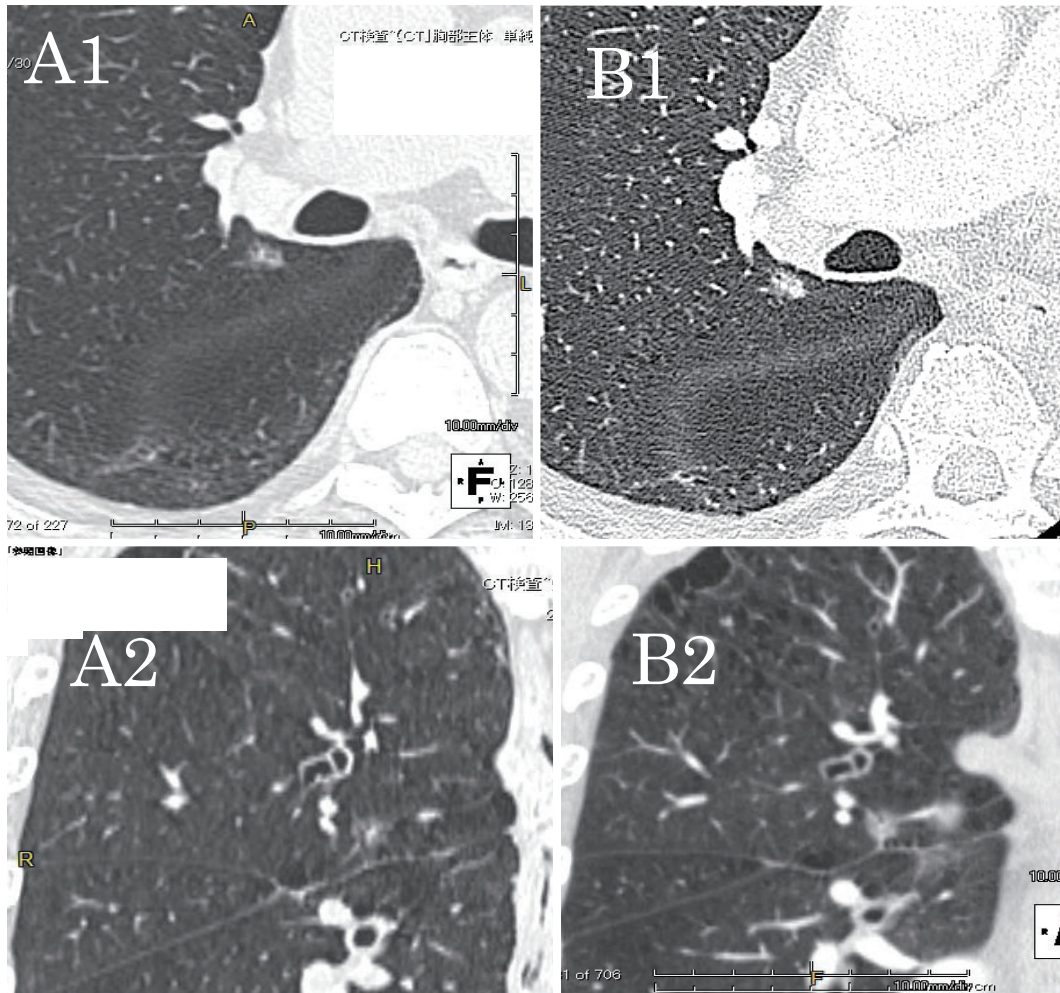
Chest CT. (A) At the first medical examination, the tumor in the right S² was 0.9 cm (consolidation size: 0.3 cm) in size. A1, axial view; A2, coronal view. (B) After a one-year observation period, the tumor had grown to 1.1 cm (consolidation size: 0.7 cm), and pleural indentation had appeared. B1, axial view; B2, coronal view.
